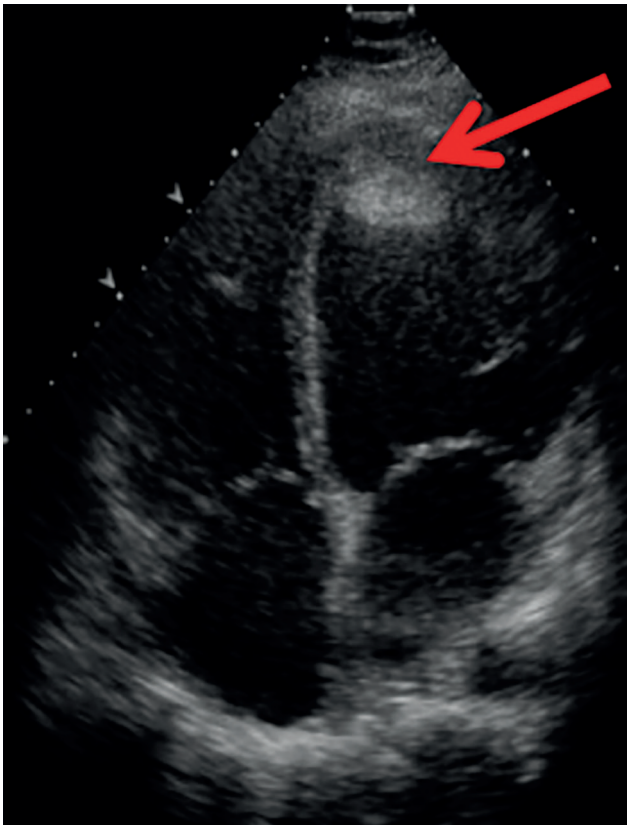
Эхокардиография. Объемное образование неоднородной эхогенности диаметром до 13 мм
